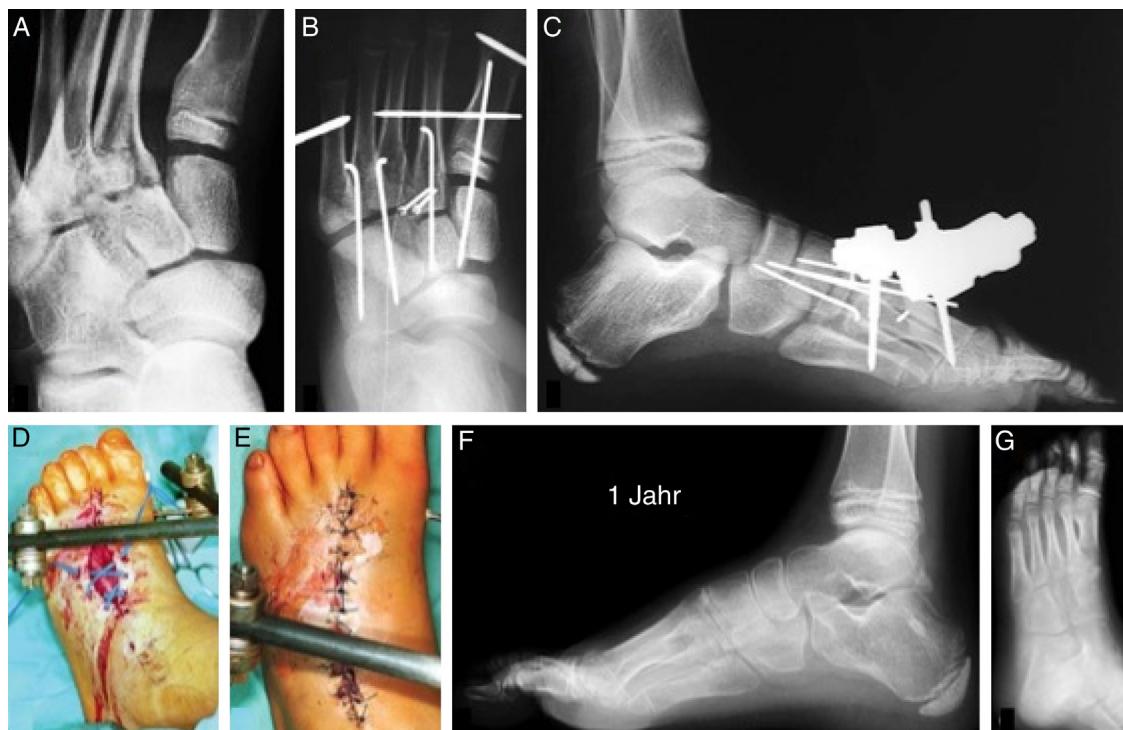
A, radiografia anteroposterior do pé que evidencia fratura-luxação da tarsometatarsica; B e C, radiografia anteroposterior e de perfil pós-operatória de fixação com fios de Kirschner e auxílio do fixador externo; D e E, aspecto clínico pós-operatório que evidencia lesão da cobertura cutânea; F e G, radiografia de perfil e anteroposterior do pé no pós-operatório tardio.
